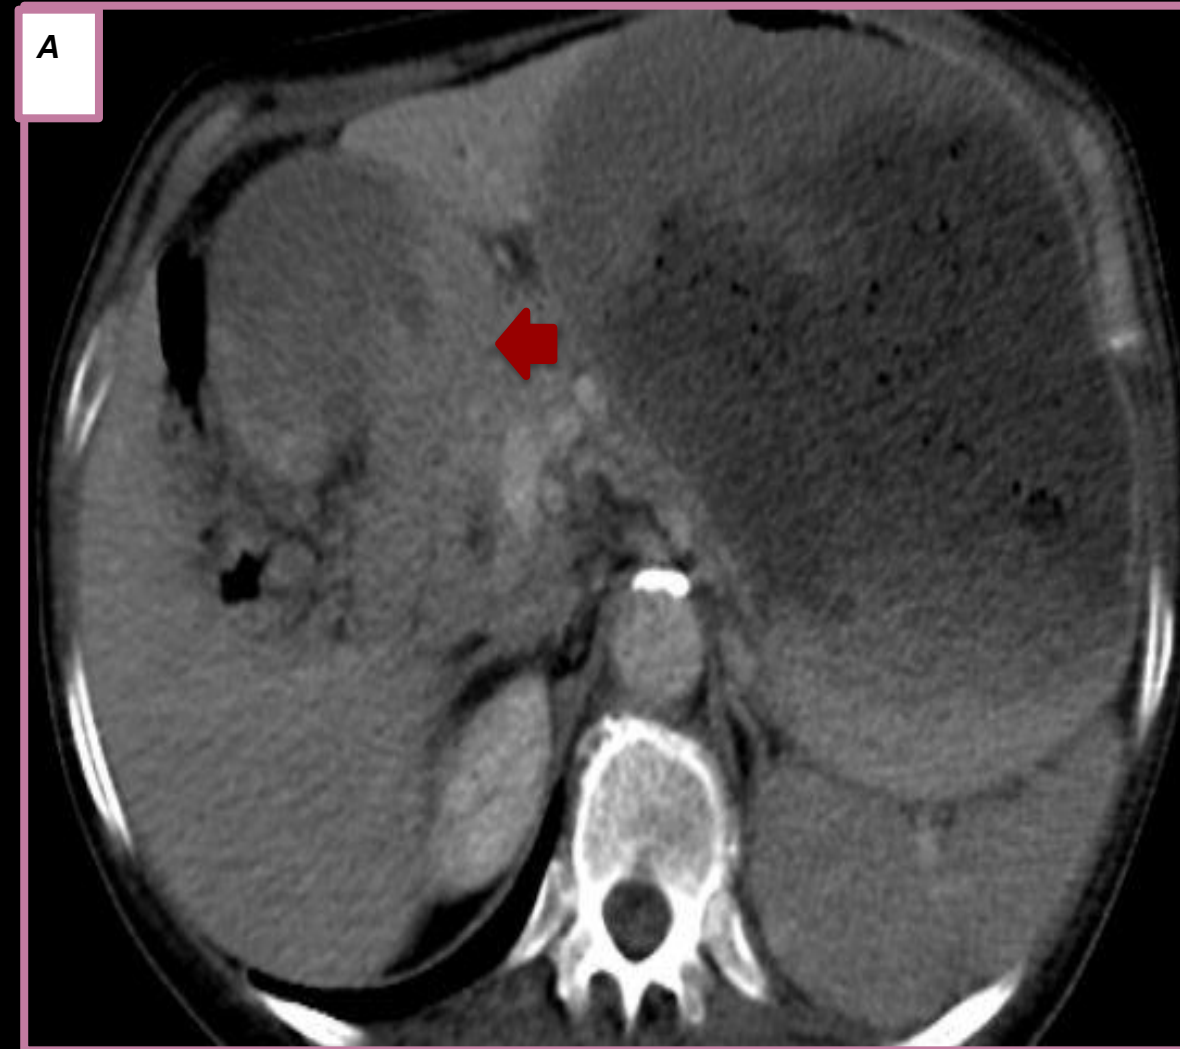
A-B) TC abdomen con contraste eV donde se evidencia en la imagen A marcado engrosamiento irregular del antro/píloro (flecha roja) y en B presencia de dilatación de la vía biliar intrahepática asociado a neumatosis(flecha blanca).
